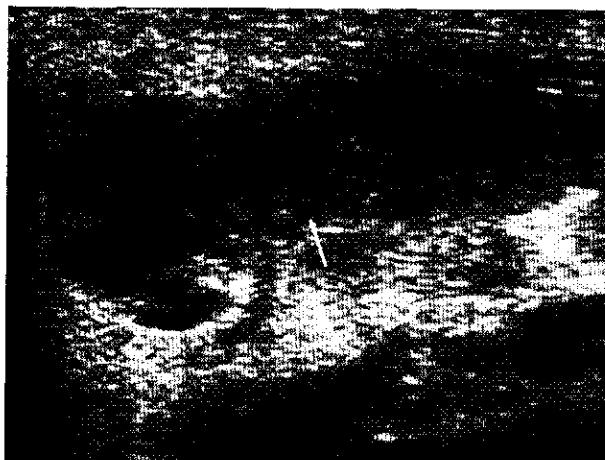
超音波檢查可發現在高迴音圈(#echoic rim)內有低迴音(hypoechoic)的顯像(箭頭)。
